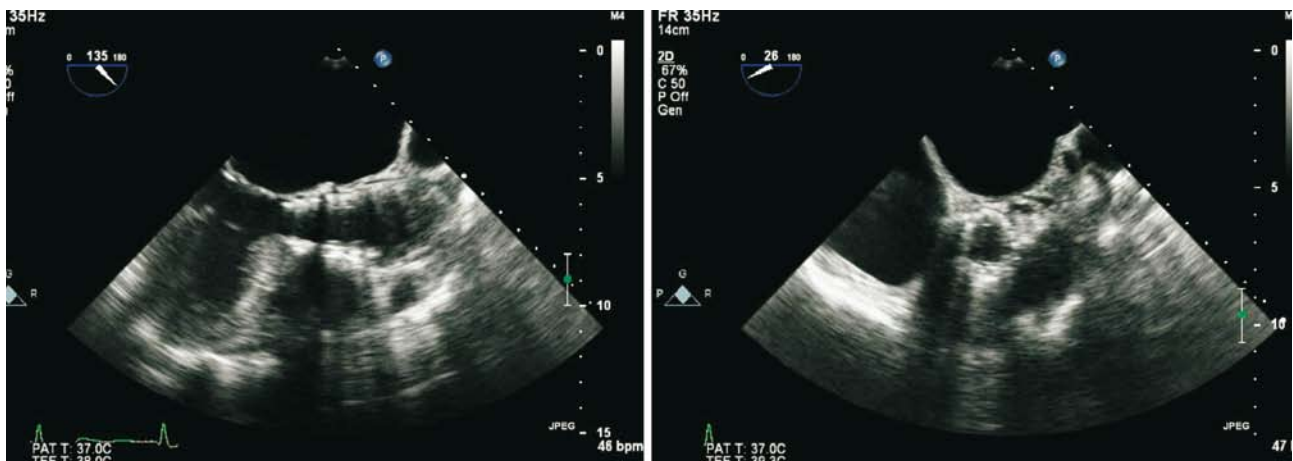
e 5 Ecocardiograma mostrando a prótese valvular aórtica correctamente implantada.
